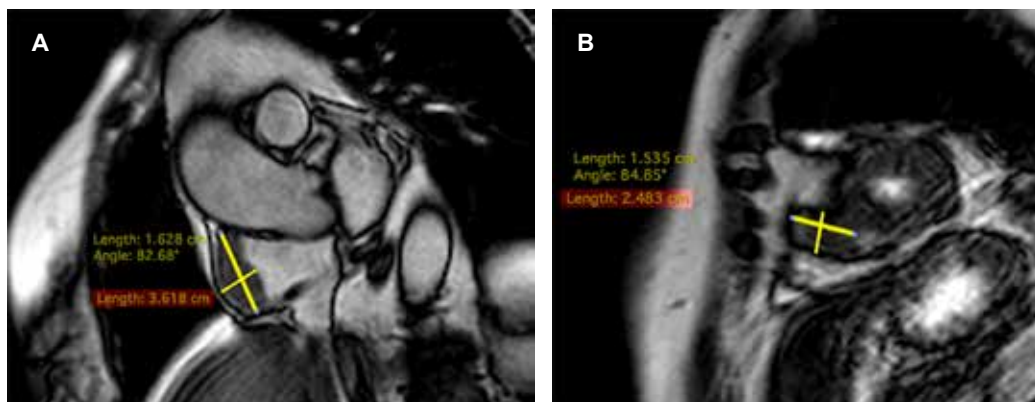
Imágenes de resonancia magnética cardíaca en secuencia T2 STIR. Se observa incremento de señal de forma nodular en dos sitios: (A) uno en la cresta terminal de la aurícula derecha de 41.7 × 18.7 mm; y otro (B) en el tercio apical del ventrículo derecho con extensión extracardiaca de 25.1 × 19.4 mm, hiperintensos en T1 con reforzamiento postcontraste, hipointensos en T2. Sin edema miocárdico, sugiriendo depósitos metastásicos secundarios.
